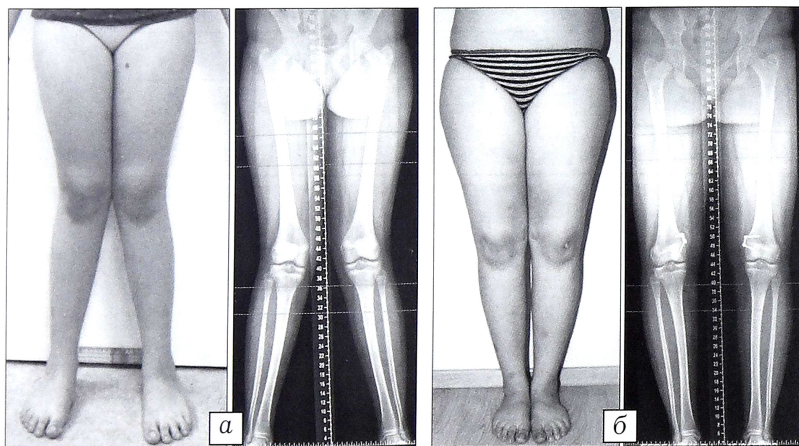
Вид и рентгенограммы нижних конечностей больной 12 лет с идиопатической вальгусной деформацией.
